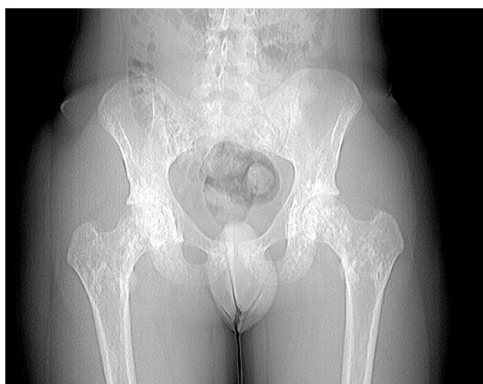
Radiografía de caderas.
